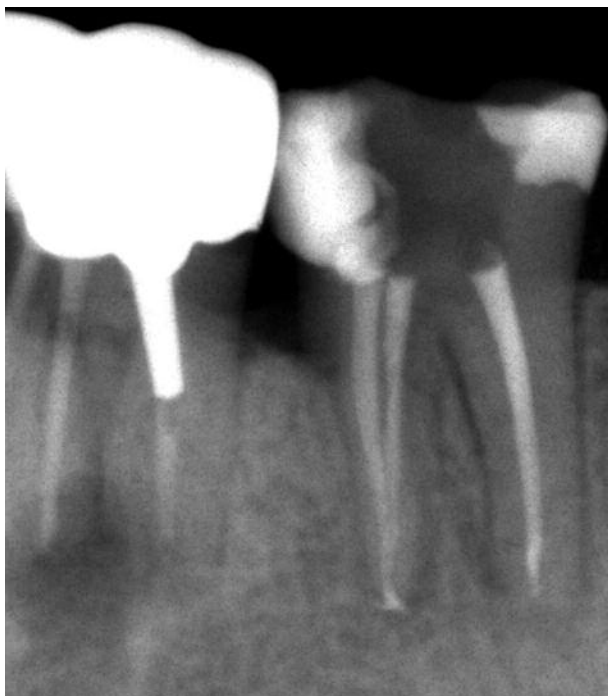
Die Röntgenkontrollaufnahme.
